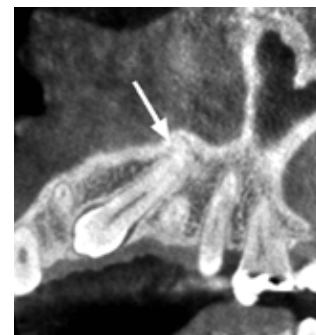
Pacjent lat 16 - zębiak zestawny w okolicy korony zęba 13 uniemożliwił wyrżnięcie się kła i spowodował przemieszczenie zawiązka w kości. Zmiana na pantomogramie (została oznaczona strzałką), oraz na przekroju w badaniu CBCT.
